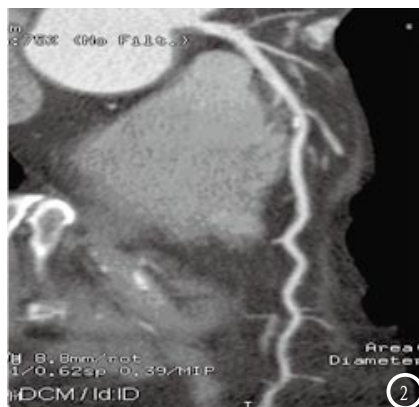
轴位CT图显示冠状动脉左前降支见一软斑块及硬斑块, 管腔中度狭窄。图2 CT曲面重建图像显示冠状动脉左旋降支轻度狭窄伴1个硬斑块。
